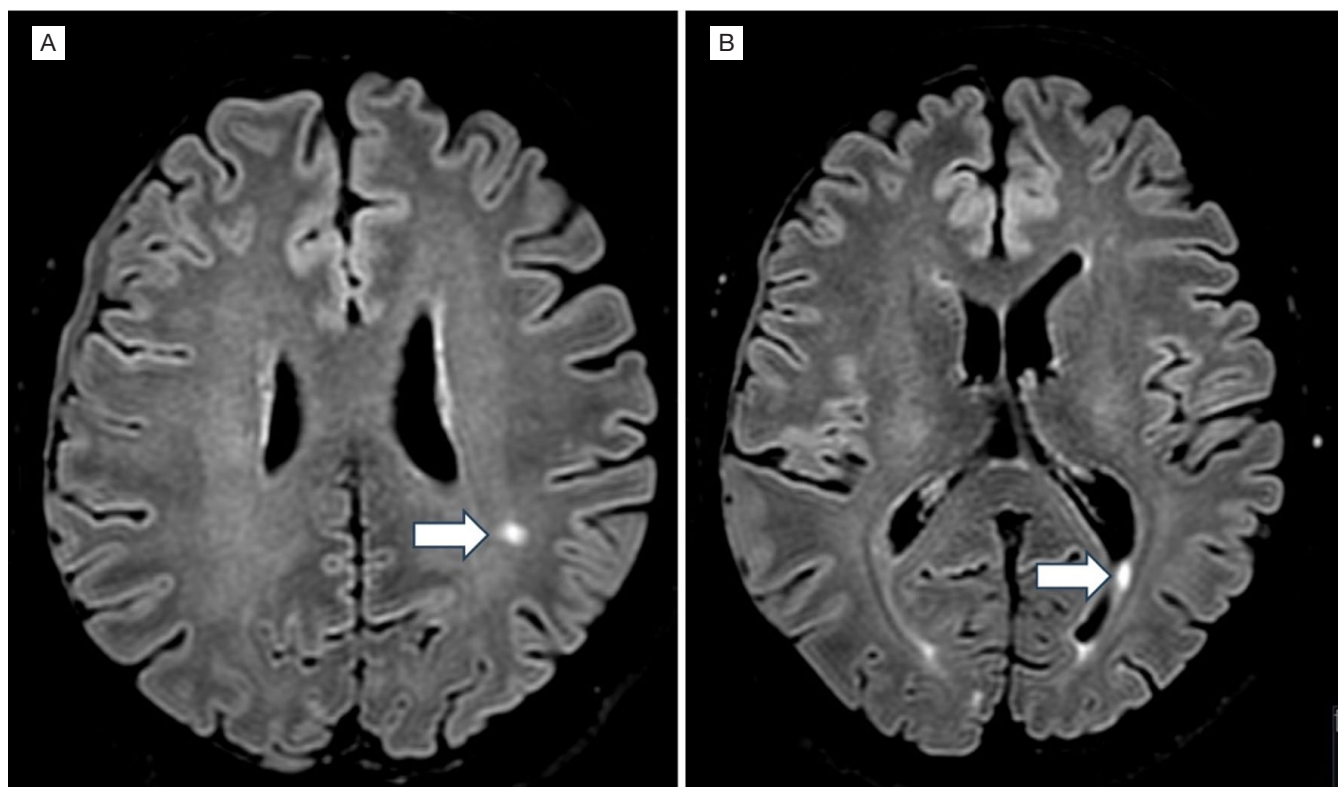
Axial FLAIR-weighted brain magnetic resonance images – (A) Evidence of a left parietal subcortical hypersignal focus (arrow). (B) Evidence of a left posterior periventricular hypersignal focus (arrow).
